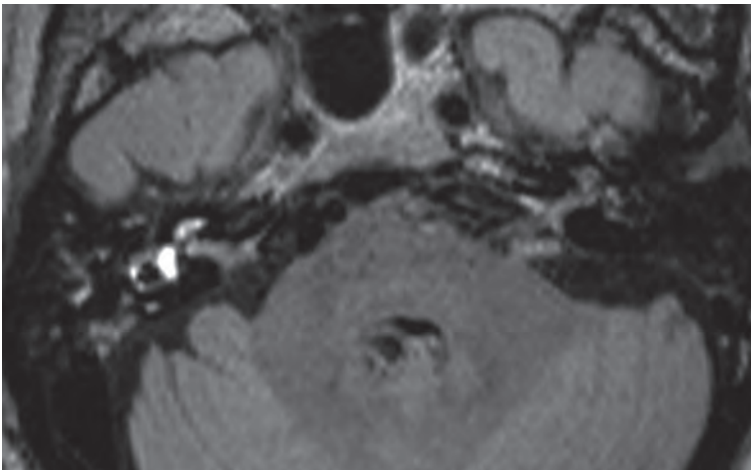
Image FLAIR 24 heures après injection rétro-tympanique de PdC dilué 8x : seule le labyrinthe droit est opacifié, de façon intense. Il existe de petits signes irritatifs des muqueuses de l'OM et pas de signes d'opacification systémique.
